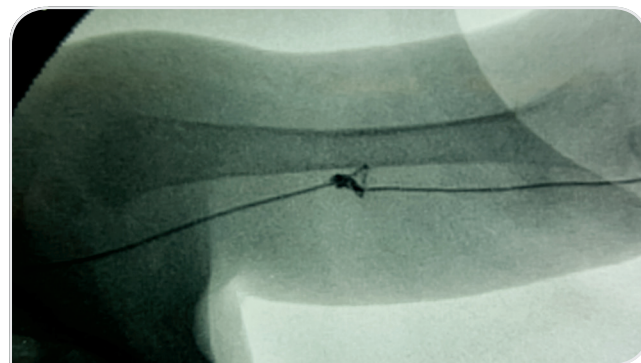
Radiografia do enovelamento do cateter no terço médio do braço.
